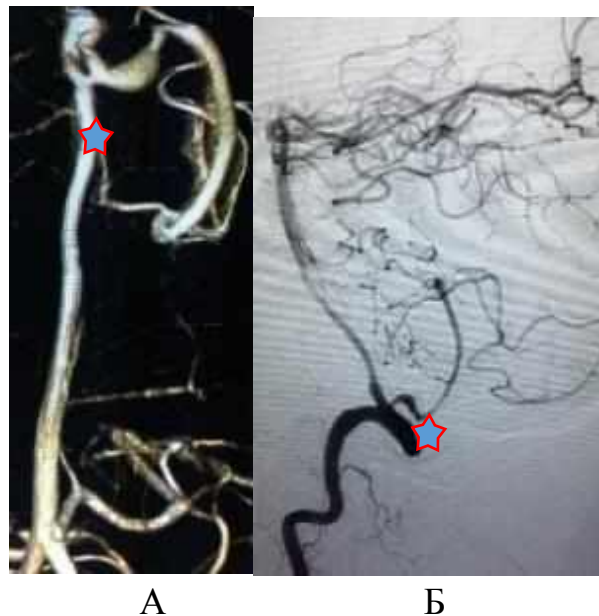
ЦАГ: А — 3D-ангіограма; Б — фузиформна БГА lateral medullary segment (p_2) ЗНМА, сегментарний вазоспазм зліва p_2 та tonsillomedullary segment (p_3) (клінічне спостереження №101)
